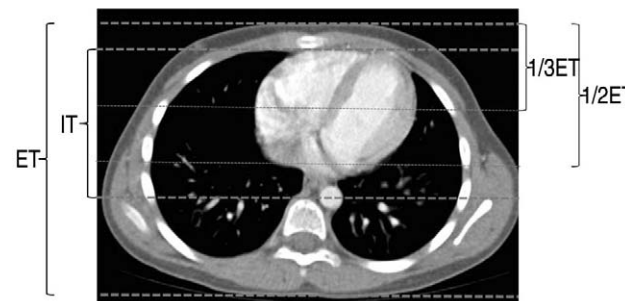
An example of axial computed tomography image at nipple level shows external thickness (ET) and internal thickness (IT). The 1/3 or 1/2 residual thickness (RT) which was defined as internal thickness (IT) minus 1/3 or 1/2 of external thickness (ET)
